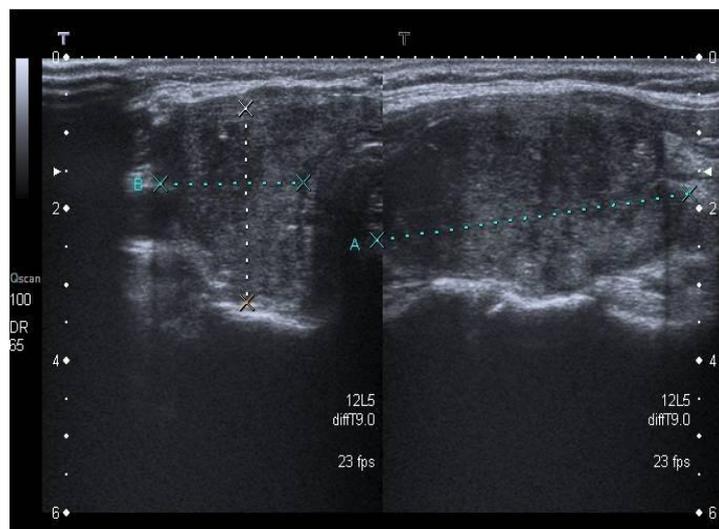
Aspecto Ultrasonográfico y al Doppler Color de la Tiroiditis de Hashimoto
